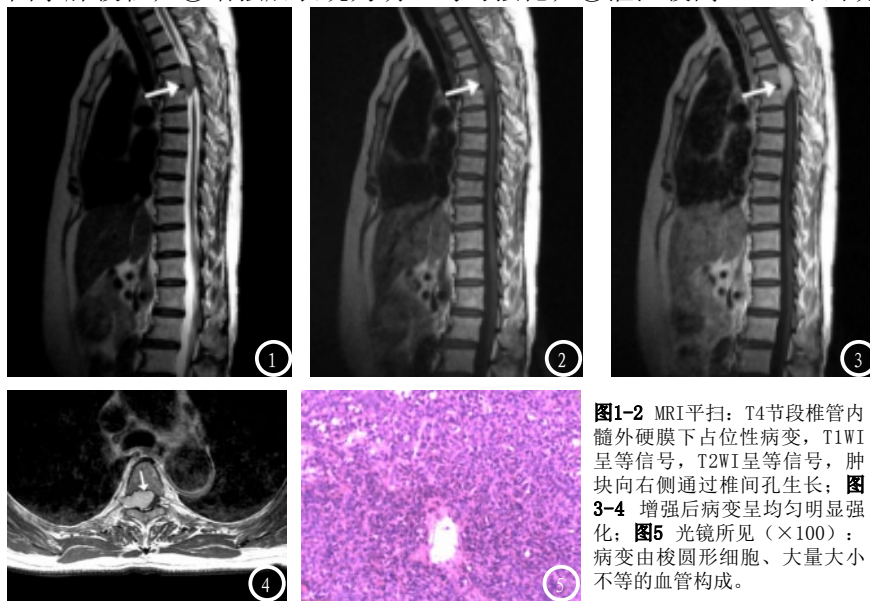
MRI平扫: T4节段椎管内髓外硬膜下占位性病变, T1WI呈等信号, T2WI呈等信号, 肿块向右侧通过椎间孔生长; 图3-4 增强后病变呈均匀明显强化; 图5 光镜所见(×100): 病变由梭圆形细胞、大量大小不等的血管构成。
